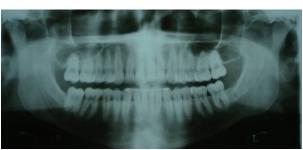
Telerradiografía e radiografía panorâmica finais.
